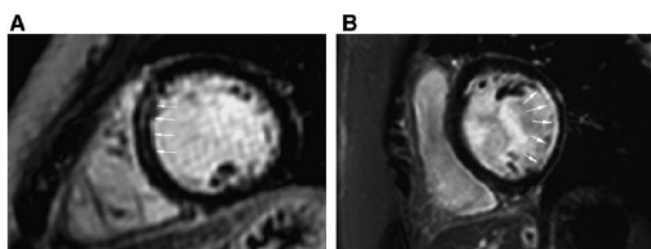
Ischemic and nonischemic cardiomyopathies and their phenotypic equivalents by cardiovascular magnetic resonance.
